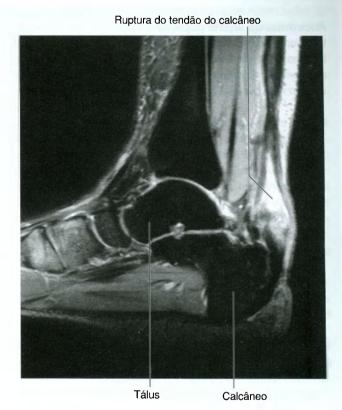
Imagem da articulação talocrural mostrando uma ruptura do tendão do calcâneo. Imagem de ressonância magnética ponderada em T2 no plano sagital.
